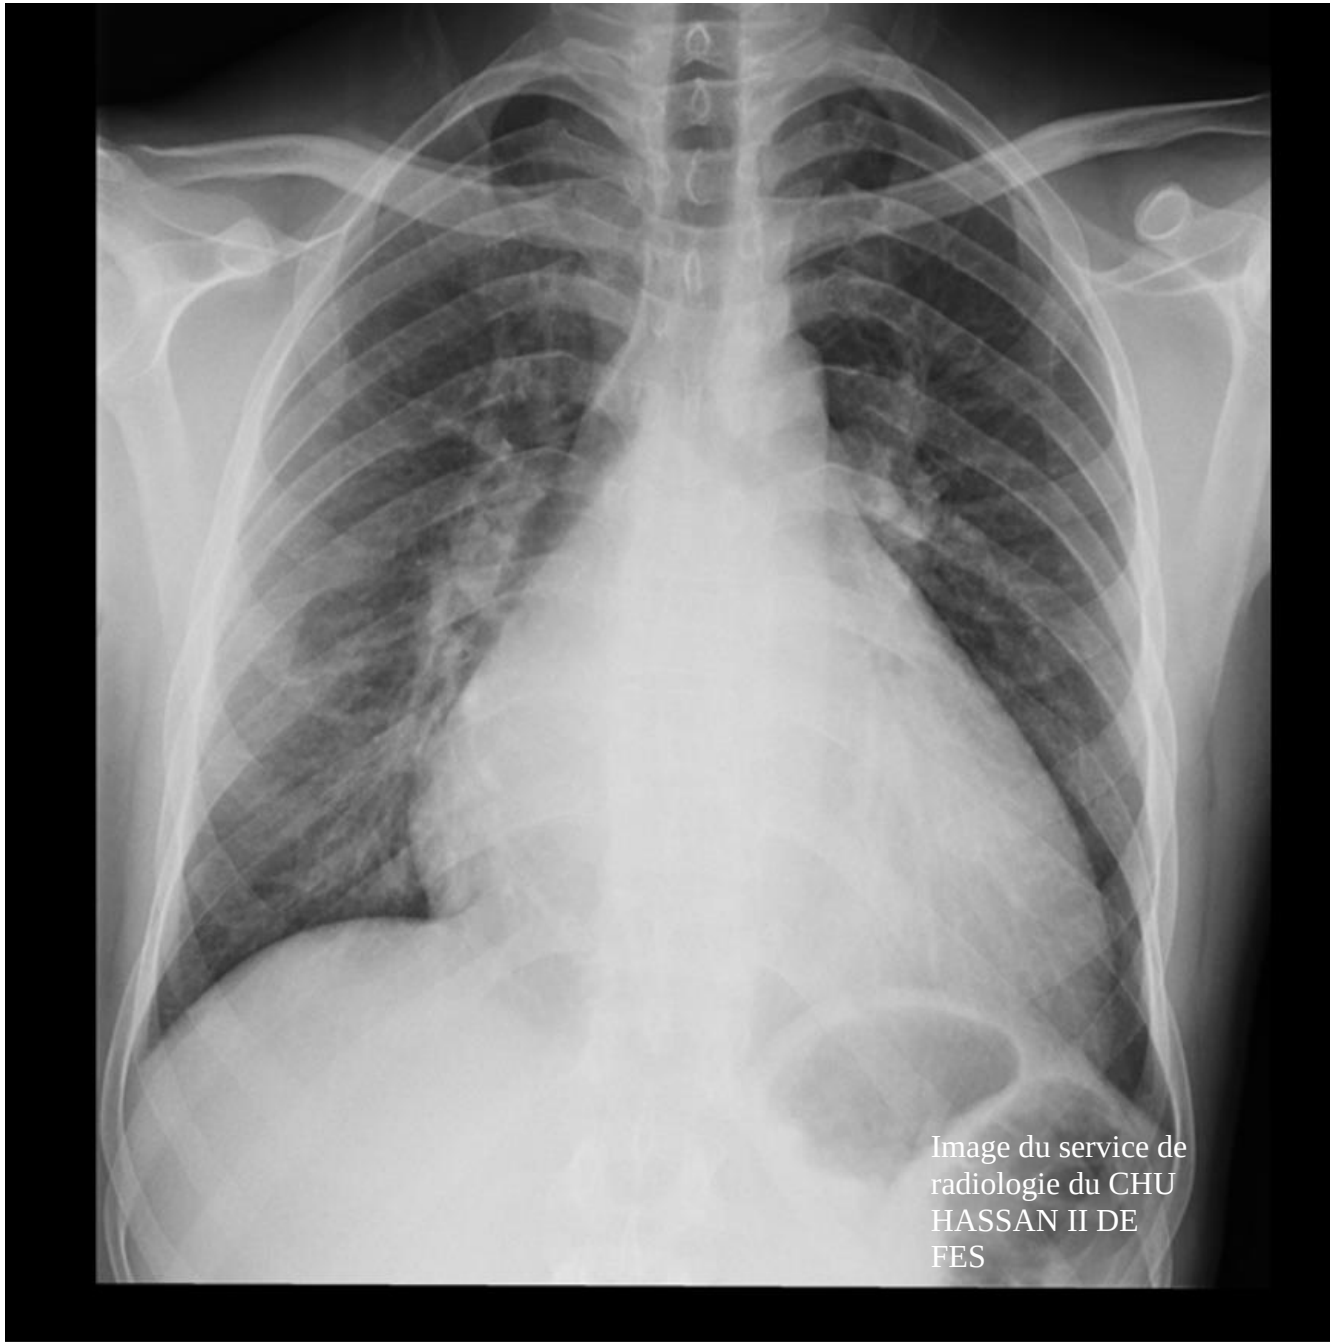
image radiographique pré opératoire d'un patient de la série montrant une cardiomégalie
